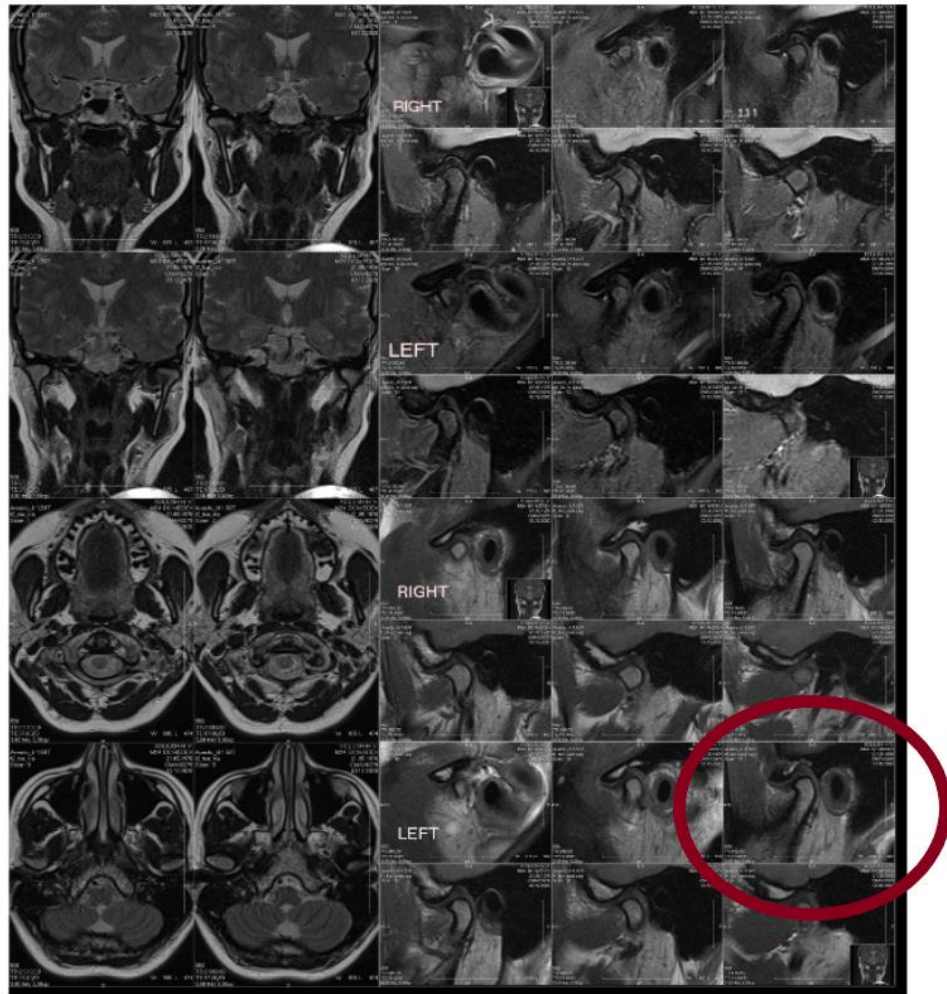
Візуалізація та оцінка даних МРТ
